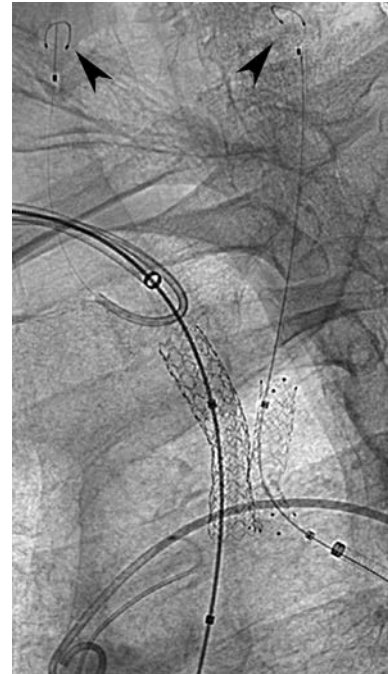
Рентгенограмма в левой косой проекции 45° после имплантации стентов. Стрелками обозначены ФЗУ в левой и правой ОСА
